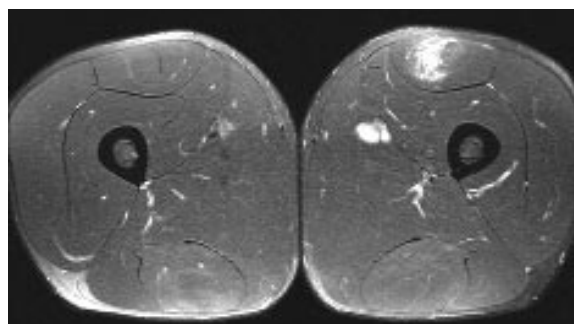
Désinsertion sur la cloison médiane du muscle droit fémoral avec petite collection hématique en IRM (T2FS).
